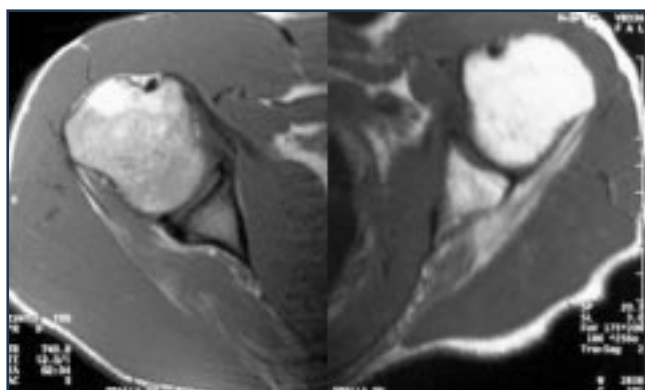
Immagini RMN che evidenziano a sinistra (spalla dx) modesti segni di ipotrofia ed infiltrazione adiposa del muscolo sottoscapolare ed a destra (spalla sx) marcati segni di ipotrofia ed infiltrazione adiposa del muscolo sottoscapolare.
